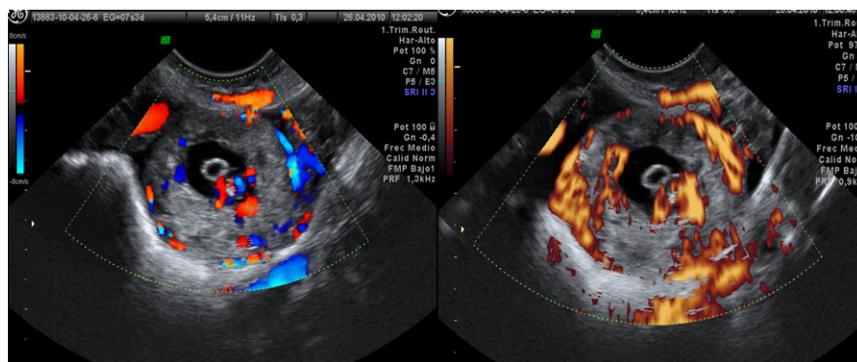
Vascularización típica de invasión trofoblástica (Doppler y power Doppler).
